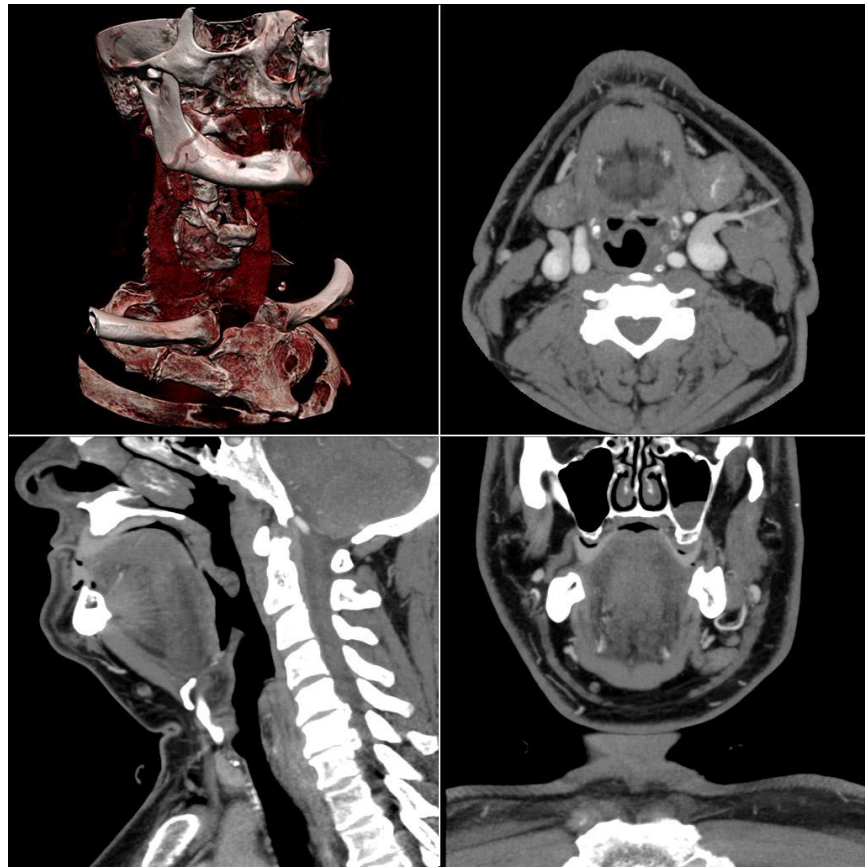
МСКТ с внутривенным контрастным усилением и трехмерной реконструкцией изображения.
